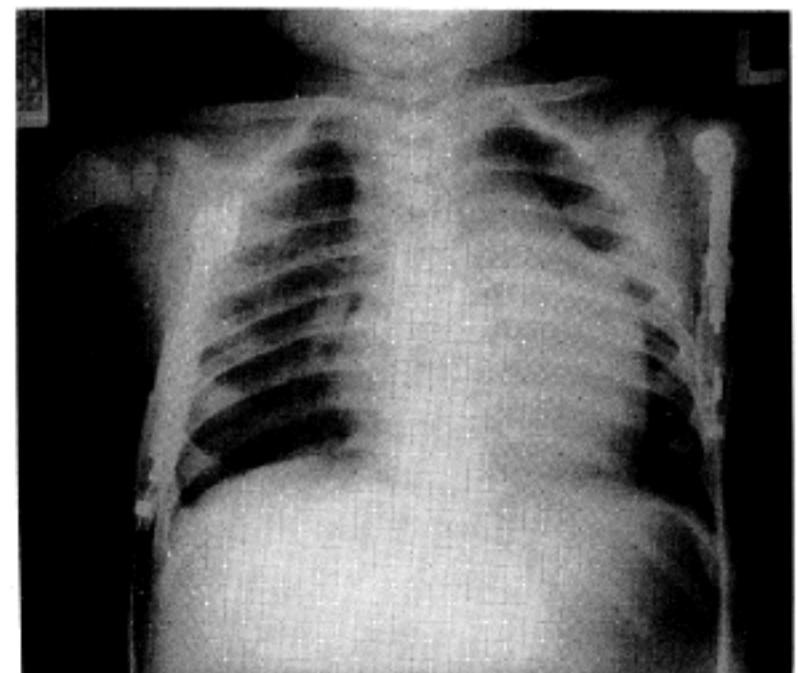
Chest X-ray shows marked cardiomegaly with pulmonary congestion.
